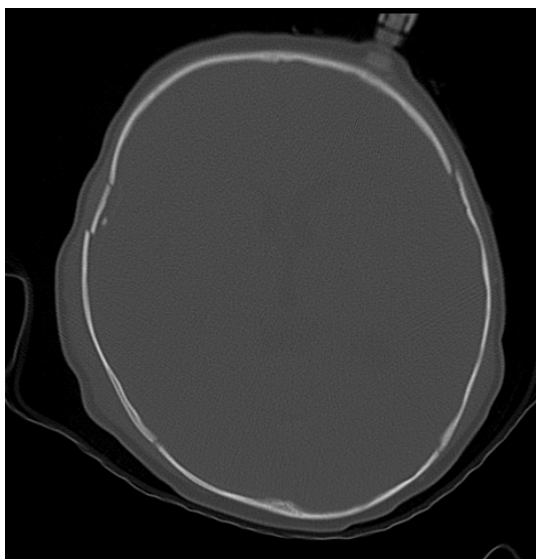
CT snímek vlevo, vpravo CT kostní okno, axiální rovina.
